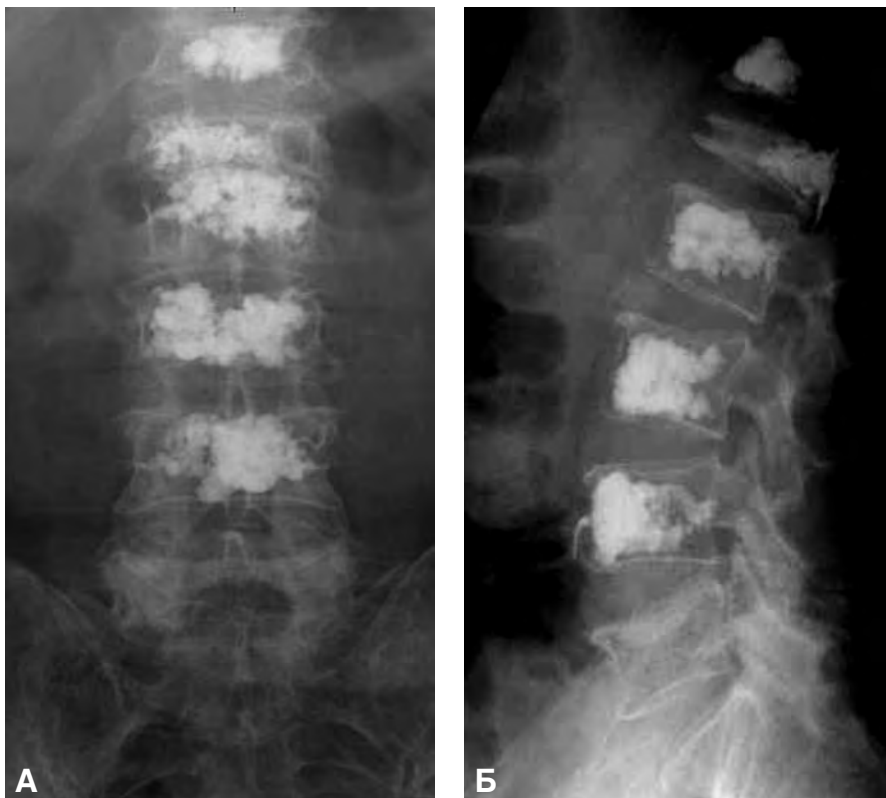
Рентгенограммы после чрескожной вертебропластики: А — фронтальная проекция; Б — сагиттальная проекция
